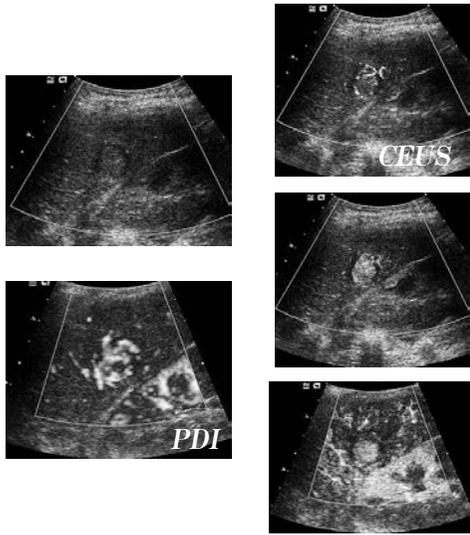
進行肝細胞癌のBモード、パワードブラ像 (PDI)、造影エコー超音波像 (CDUS)
